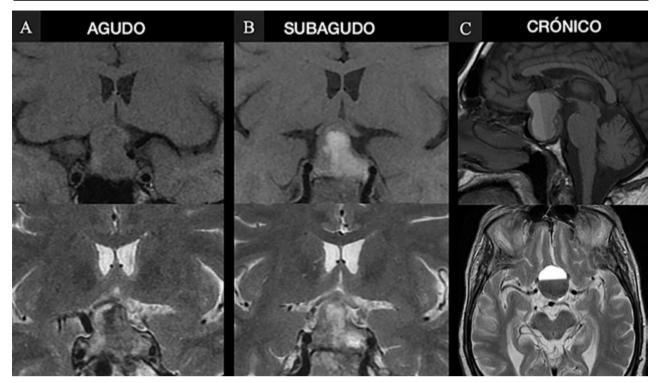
RM donde se visualizan los distintos estadios de hemorragia. A. Agudo: iso en T1 e hipo en T2. B. Subagudo: hiper T1 e hiper T2. C. Crónico hipo T1 e hipo T2, con nivel líquido.
